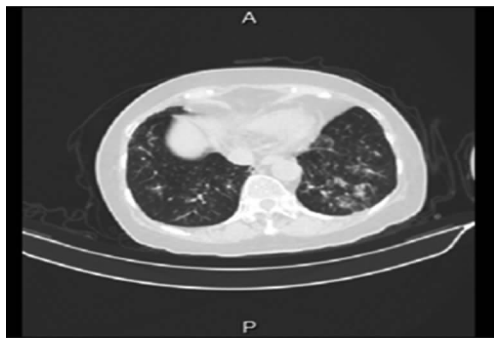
未应用两性霉素 B 肺 CT 影像学表现
